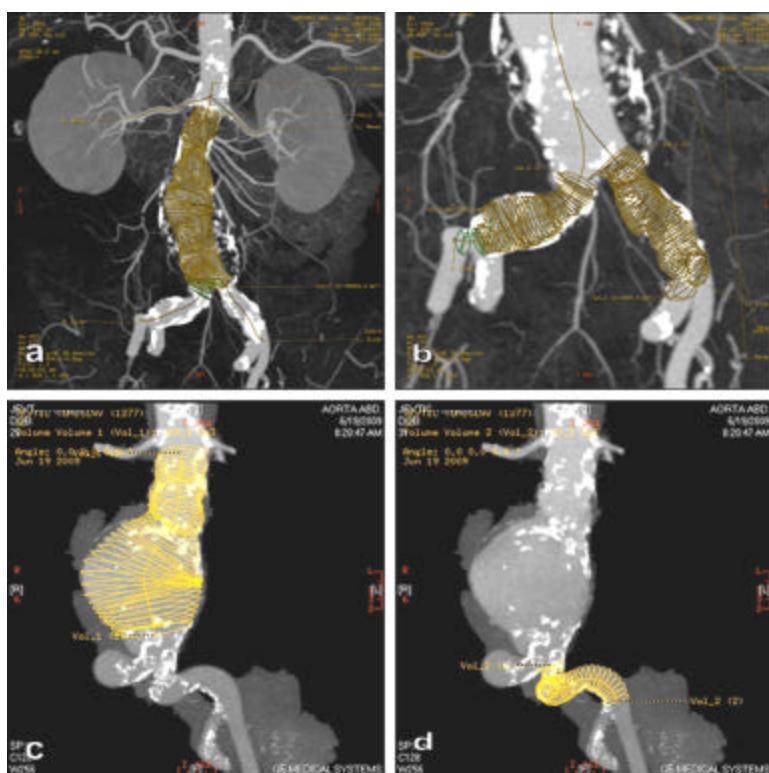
a-f: CT merenje prosečne vrednosti dužine obe a.i.c. u 3 karakteristične 2D (a-c) i 3D slike (d-f)
